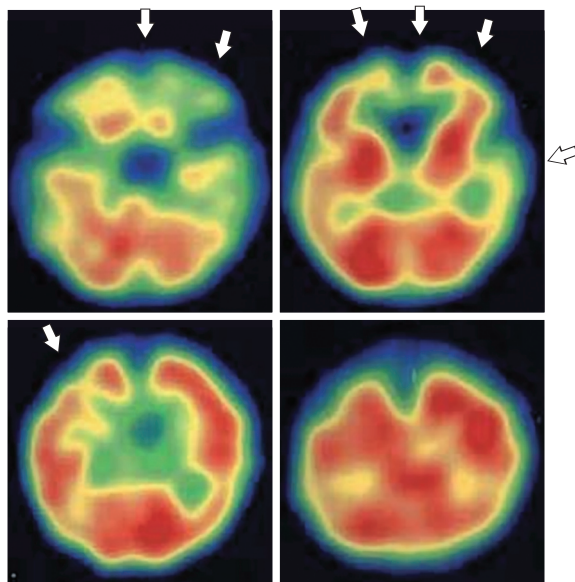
SPECT of Case 2 on day 7
